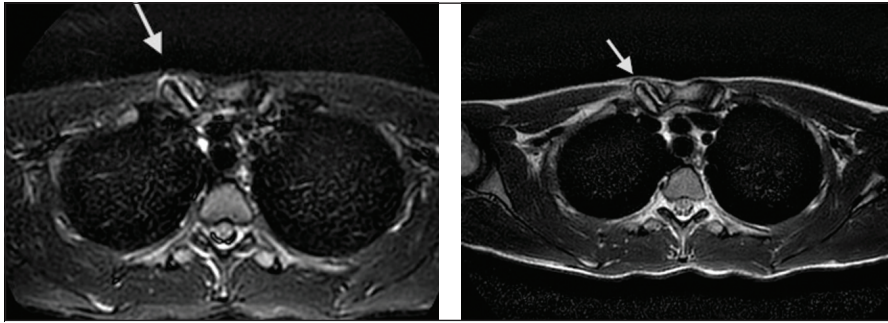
RM total-body in T2 e STIR in proiezione coronale. L'articolazione sternoclaveare destra appare aumentata di dimensioni, ed è accompagnata da un sottile versamento che circonda il versante sternale della clavicola. Dopo il mezzo di contrasto è visibile un enhancement da parte della cartilagine, come da flogosi. Com'è tipico della sindrome di Tietze, mancano segni di osteolisi.
